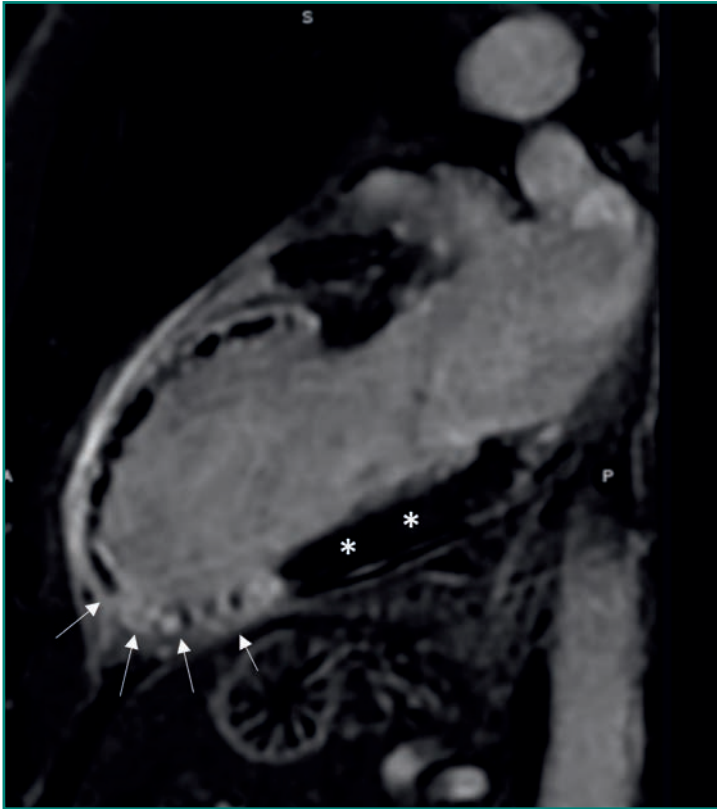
Resonancia magnética cardíaca con realce tardío de gadolinio transmural (secundario a IAM [flechas blancas]) en comparación con miocardio sano (*).
